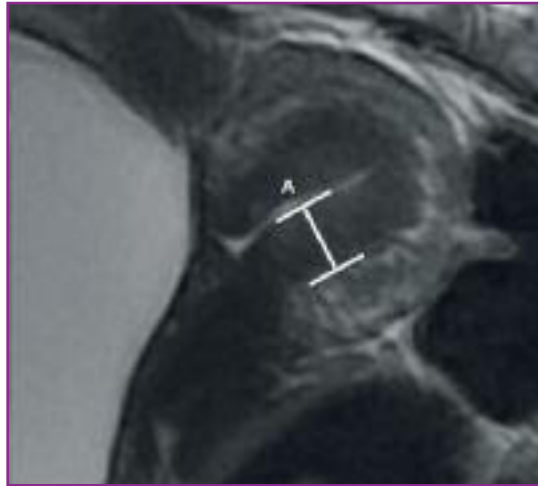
MRI des Beckens, T2. 43-jährige Patientin mit Adenomyose, Junktionalzone A: 13,11 mm.
